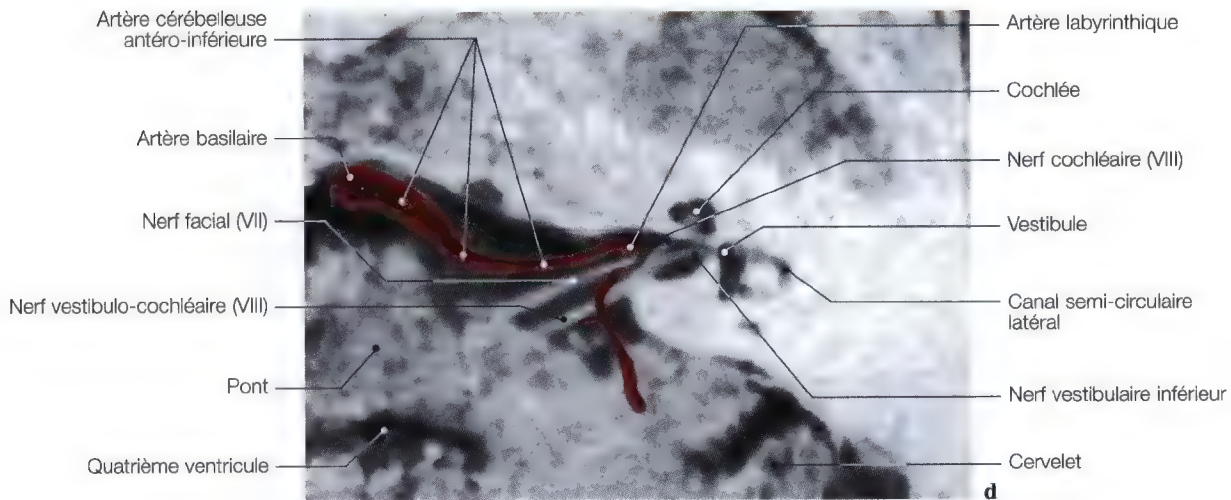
a – e. Coupe anatomique (c) et IRM axiales (a, b, d, e) de l'angle ponto-cérébelleux pour les nerfs vestibulaire et cochléaire. (Coupe anatomique: Pr. J.P. Francke, Faculté de Médecine, Lille, France)
